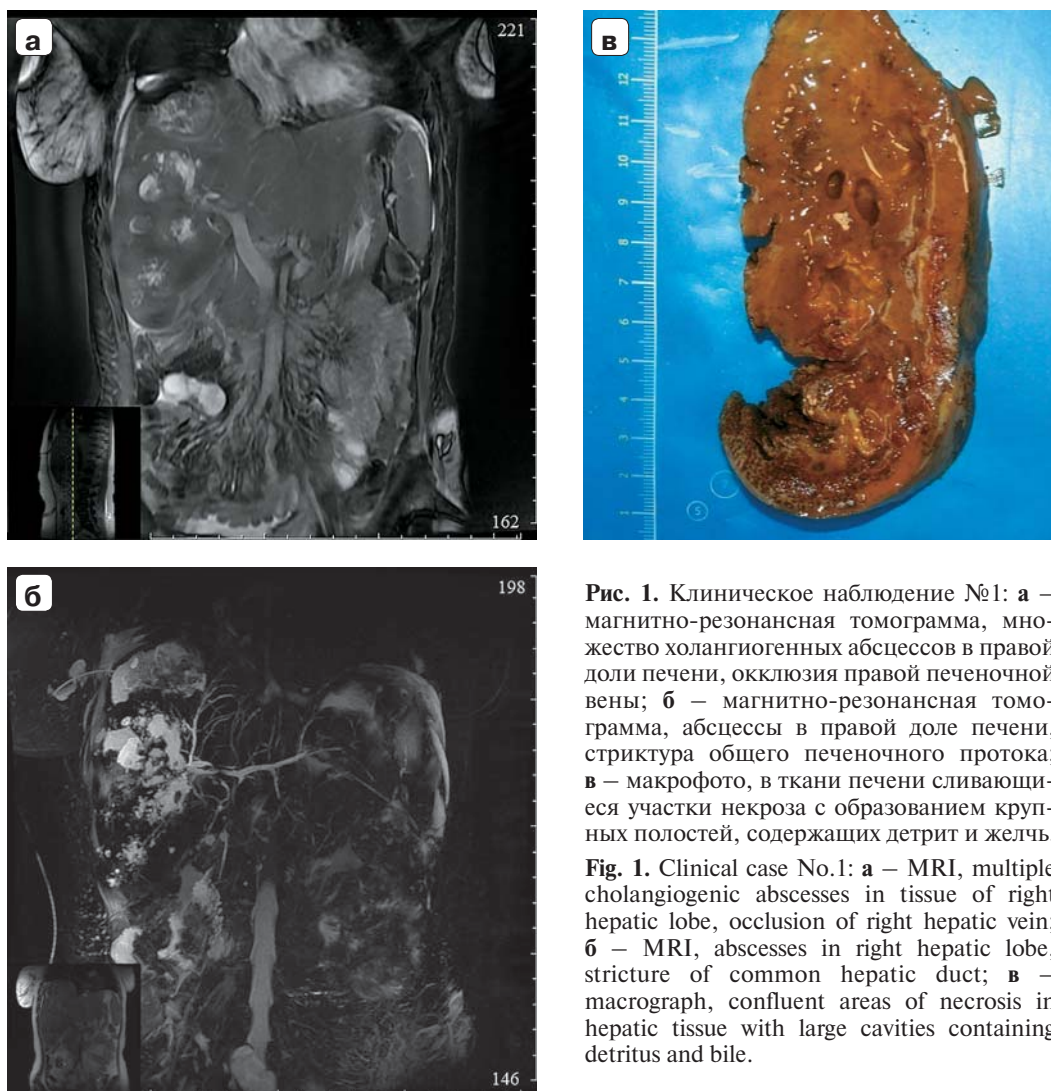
Клиническое наблюдение №1: а — магнитно-резонансная томограмма, множество холангиогенных абсцессов в правой доле печени, окклюзия правой печеночной вены; б — магнитно-резонансная томограмма, абсцессы в правой доле печени, стриктура общего печеночного протока; в — макрофото, в ткани печени сливающиеся участки некроза с образованием крупных полостей, содержащих детрит и желчь.
